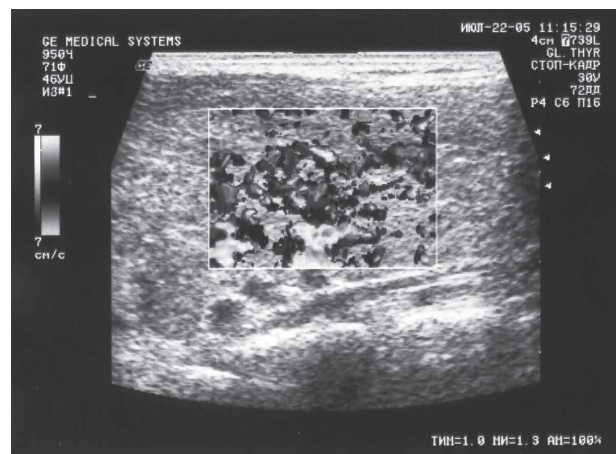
Диффузный, гиперваскулярный тип изменений ШЖ при УЗИ
